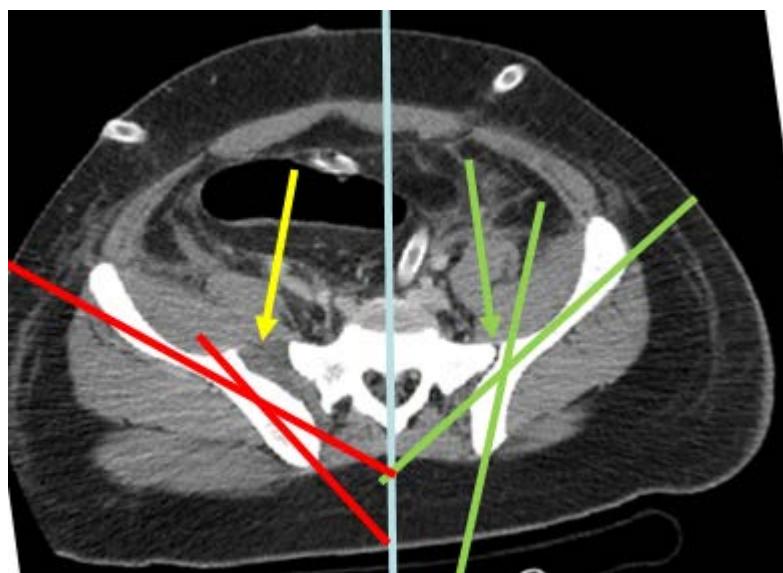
Leiuznile pelvine (CT)
